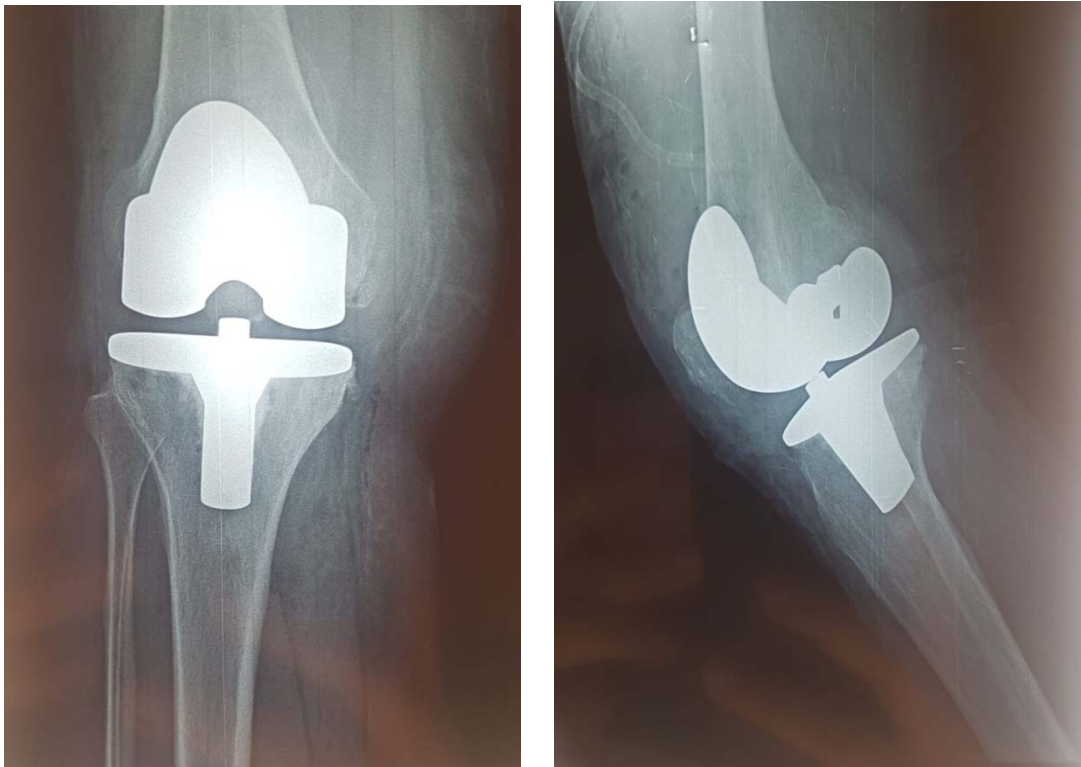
Radiographie face et profil montrant une PTG gauche
